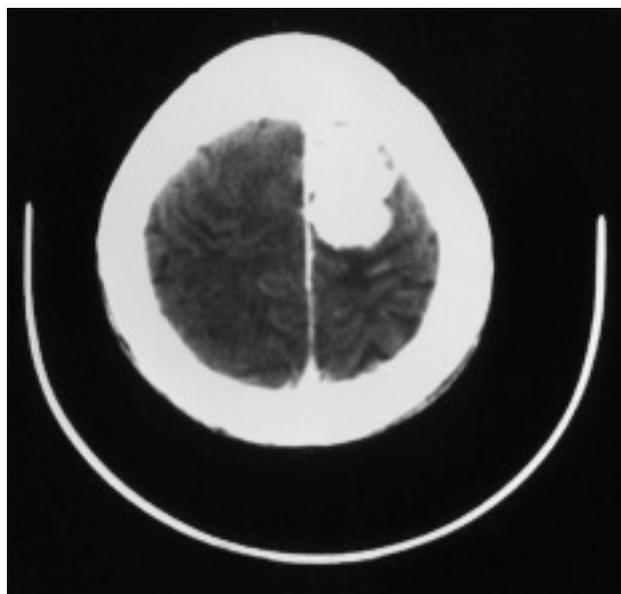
Tomografía axial computarizada que evidencia el tumor cerebral que provocaba el pie caído.
